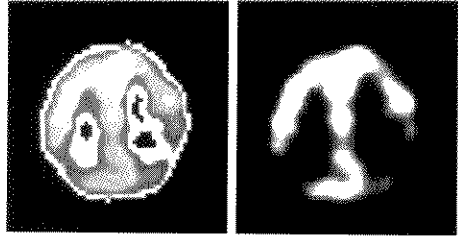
早期 AD 患者脑 SPECT 灌注显像区
